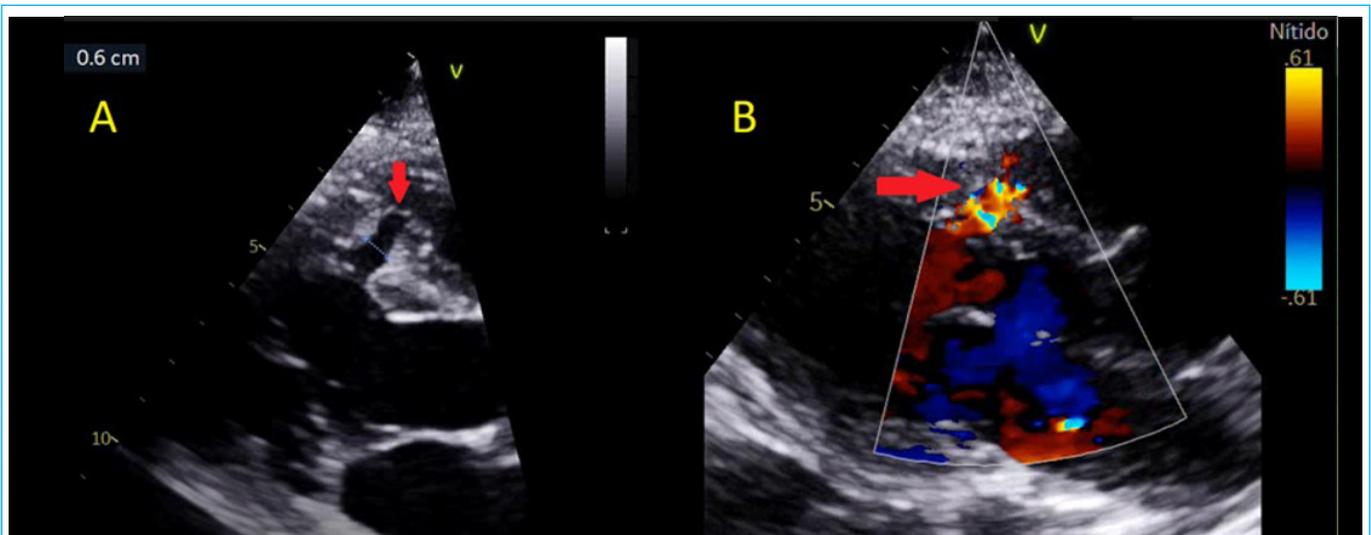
Vista paraesternal eje largo. A: modo bidimensional donde se observa solución de continuidad a nivel del septum interventricular compatible con CIV (flecha roja); B: modo doppler color en el que se observa pasaje de flujo turbulento a través de la CIV (flecha roja).
